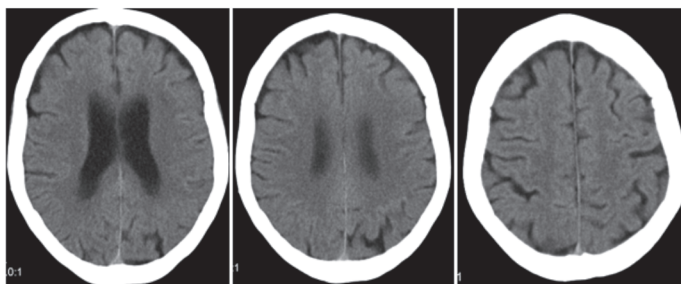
Аксиальные СКТ-томограммы больной Т. (от 01.10.2014). Наружно-внутренняя субатрофическая гидроцефалия.
